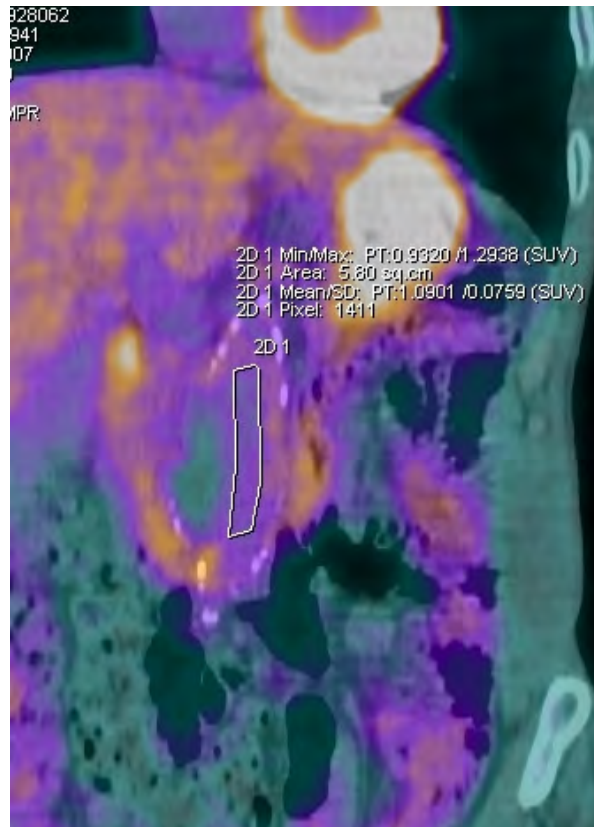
Mesure du SUV moyen (ici : 1.09) au sein du sang circulant dans l'aorte
